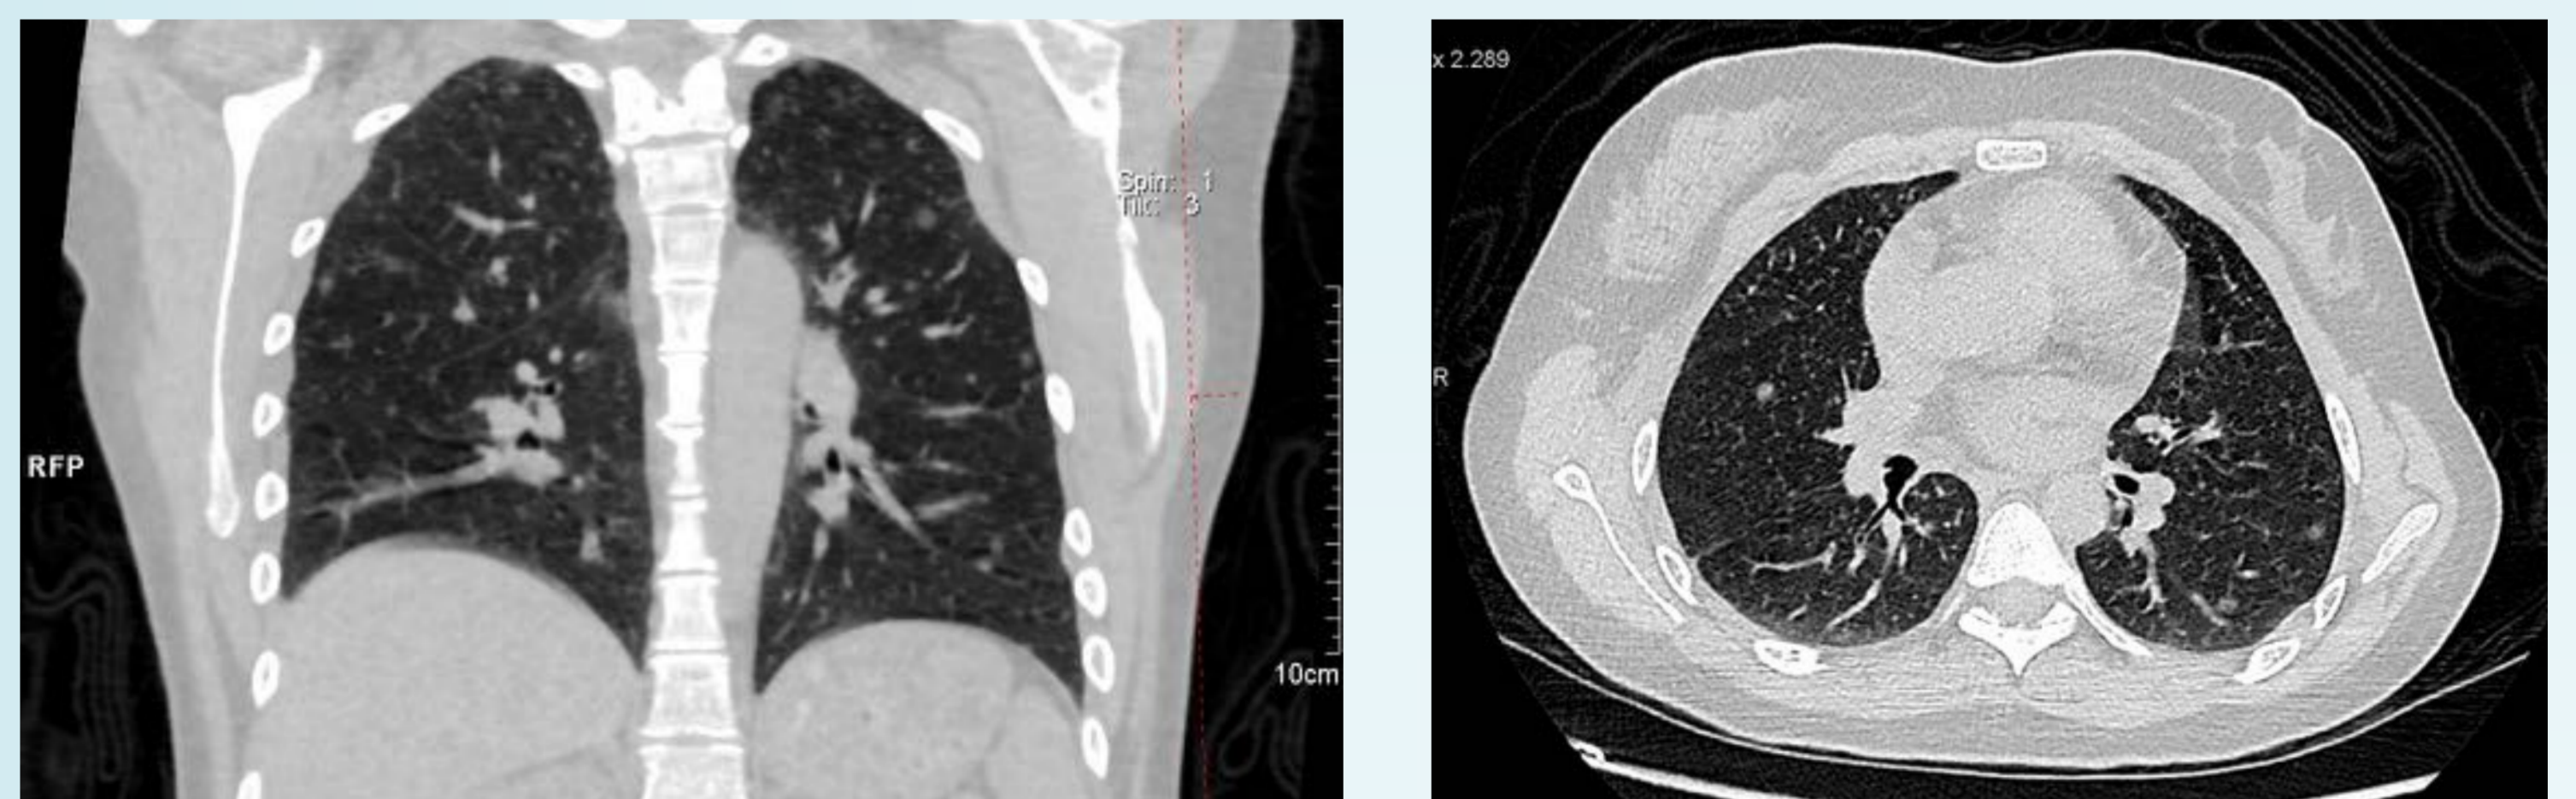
coronal TC con ventana de pulmón en el que se observan múltiples nódulos bien definidos bilaterales multilobares compatible con hiperplasia micronodular neumocitaria multifocal.
